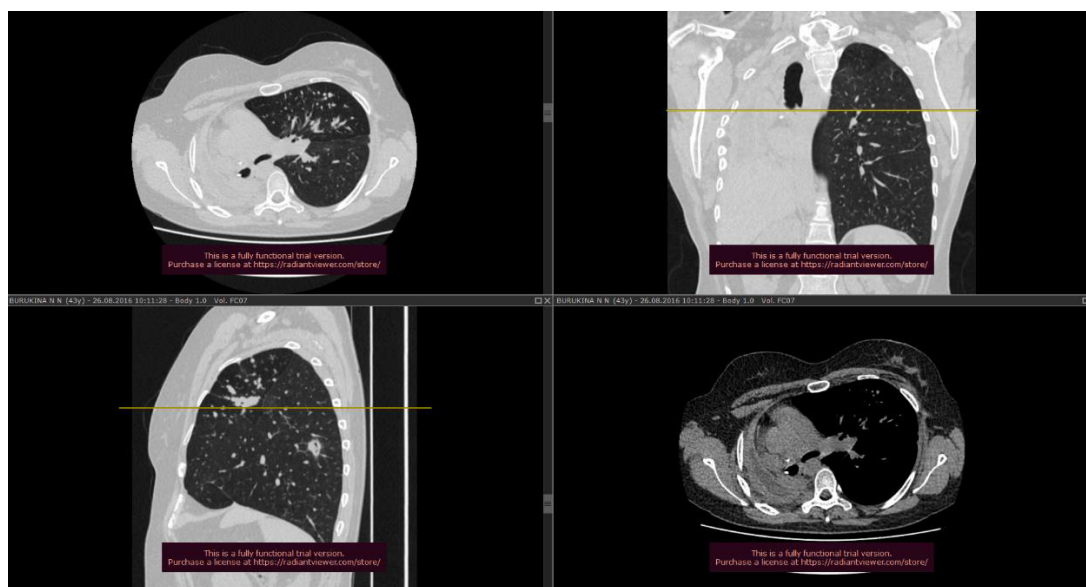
МСКТ картина спустя 1 год после оперативного вмешательства
